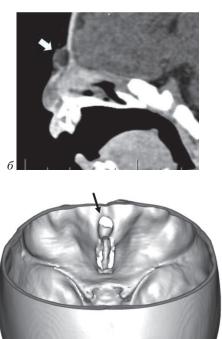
КТ-изображения НФДК: a – интракраниальное экстрадуральное расположение ДК в проекции слепого отверстия; b – экстракраниальное расположение ДК в области лобно-носового родничка; b – 3D-изображение черепа: костный дефект в проекции лобно-носового родничка, деструкция прилежащих отделов лобно-орбитальной области вследствие инфекционного расплавления стенок ДК, формирования субпериостального абсцесса с распространением в область крыши левой глазницы; c – 3D-КТ того же пациента – вид костного дефекта со стороны полости черепа – характеристики дефекта аналогичны фронтоназальному энцефалоцеле
